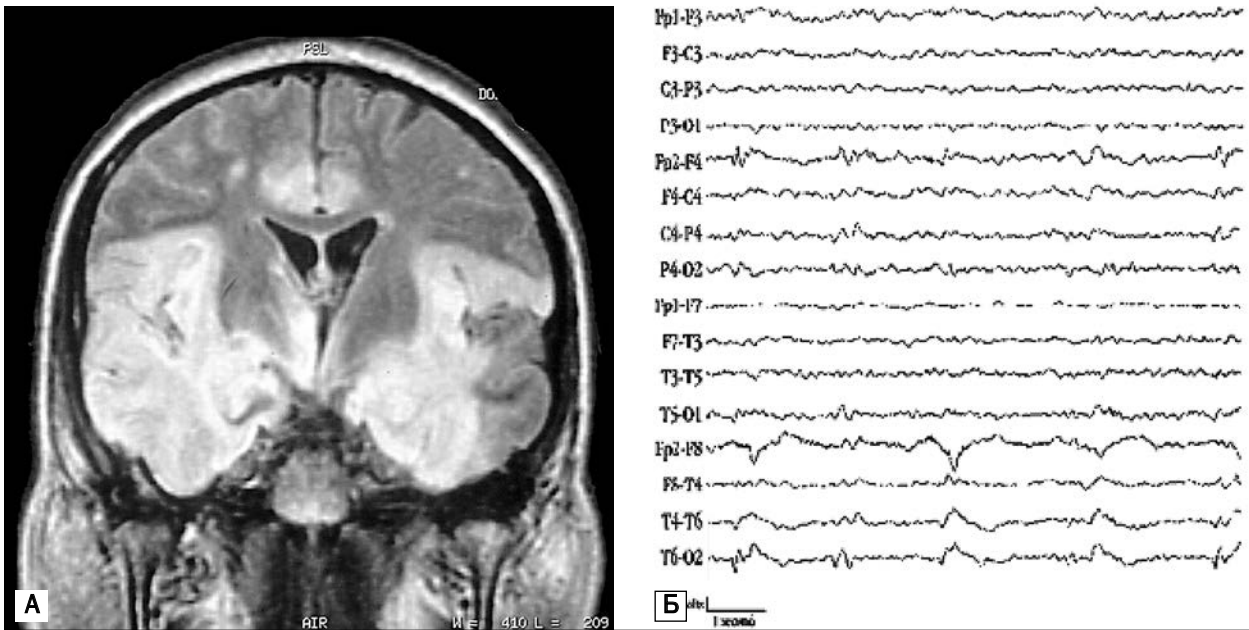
МРТ головного мозку пацієнта з білатеральним скроневим HSV-1-енцефалітом, за даними Robin S. Howard (2003) (А), і латералізовані періодичні розряди на EEG (Б)
